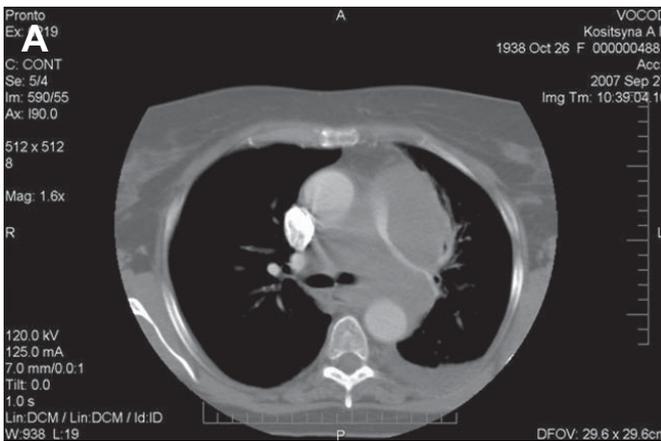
Компьютерные томограммы: А — левое легкое в состоянии гиповентиляции; Б — КТ с контрастированием: полная ремиссия
